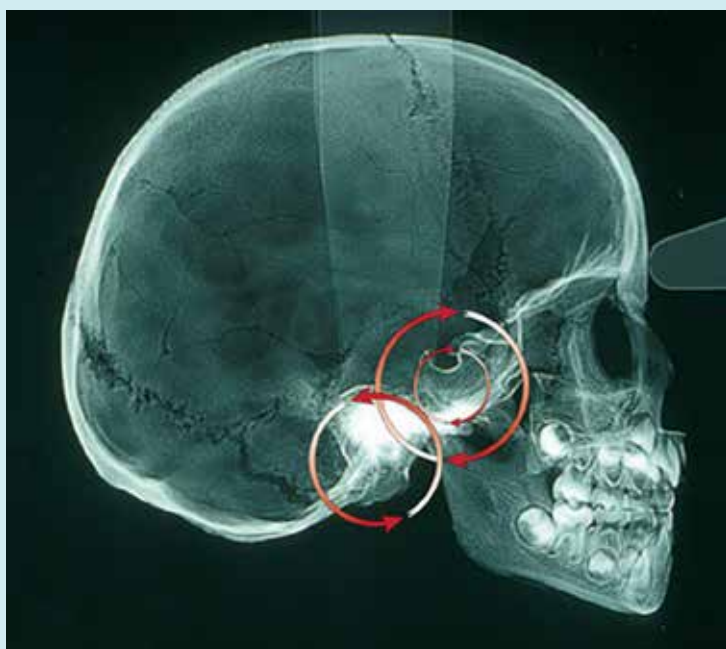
Téléradiographie de profil d'un crâne d'enfant provenant d'une nécropole médiévale d'Île-de-France montrant les rotations inverses au niveau de la synchondrose sphéno-occipitale. Le déséquilibre de cette région anatomique se répercute sur l'occlusion et sur le rachis cervical, Lateral cephalometric radiograph of a child's skull from a medieval necropolis in Île-de-France showing opposing rotations at the spheno-occipital synchondrosis. The imbalance in this anatomical region reverberates on occlusion and the cervical spine. © D. Hadjouis
